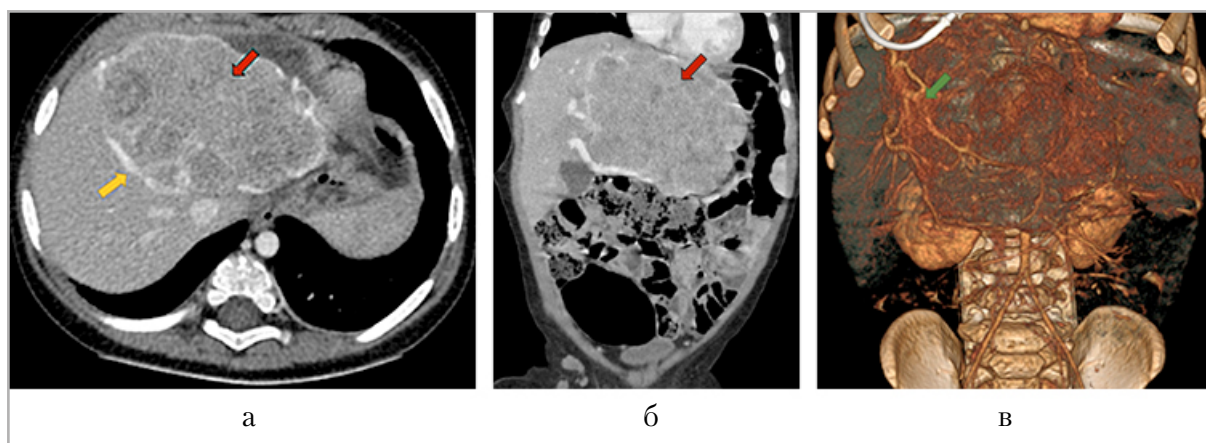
Мультиспиральные компьютерные томограммы органов брюшной полости с контрастным усилением, венозная фаза контрастирования: *а* — аксиальная плоскость, солидное образование левой доли печени (красная стрелка), натянута левая печеночная вена (желтая стрелка); *б* — корональная плоскость, то же образование печени, имеющее бугристые контуры и многоузловую структуру (красная стрелка); *в* — 3D-реконструкция органов брюшной полости, активное кровоснабжение образования левой печеночной артерией с формированием многочисленных ветвей (зеленая стрелка)
